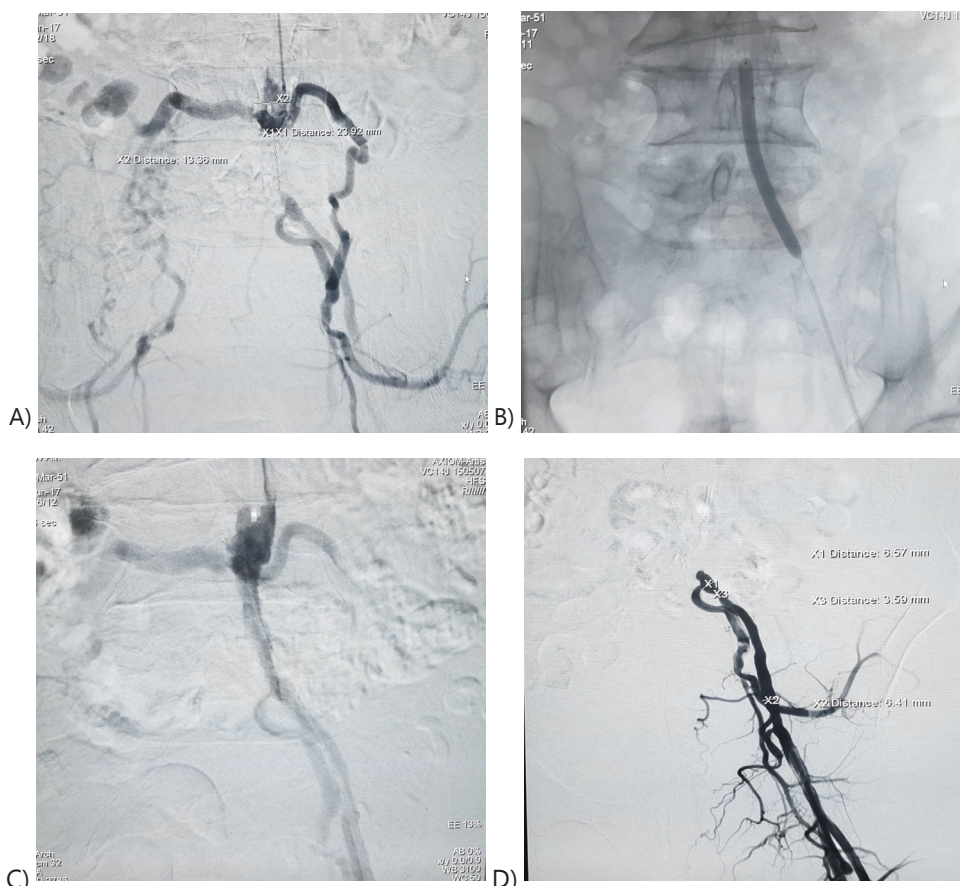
Этапы рентгенэндоваскулярного восстановления кровотока в левой подвздошной артерии.
